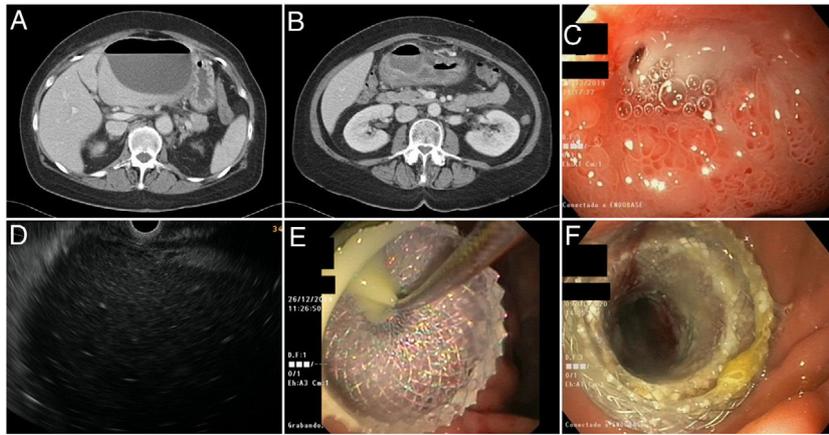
A-B) Imágenes de TC abdominal que manifiestan una colección hipodensa de gran tamaño con nivel hidroaéreo compatible con absceso, que muestra contacto con el lóbulo hepático izquierdo y con el antro gástrico. C) Primera gastroscopia. Úlcera en bulbo duodenal con un orificio en su interior sugestivo de perforación. D) Imagen de ecoendoscopia de la colección abdominal desde el antro gástrico. E) Momento de implantación de la prótesis de aposición luminal Hot-Axios® con drenaje de material purulento. F) Revisión a la semana, prótesis abierta que permite acceso a una cavidad ya sin material purulento.
